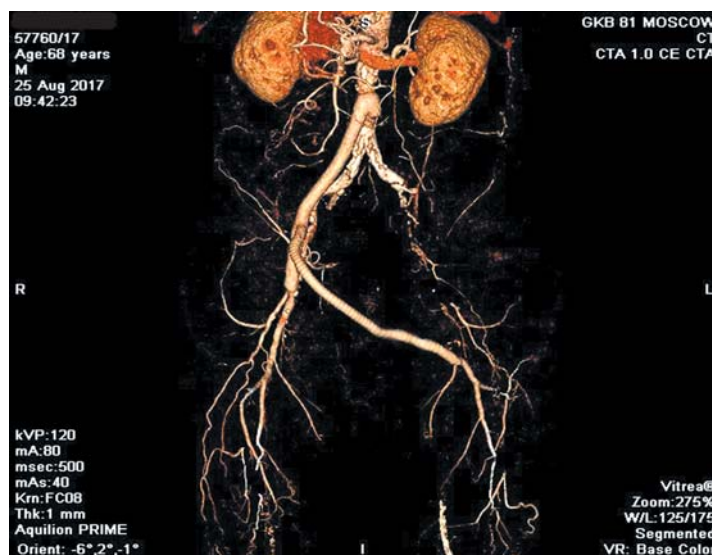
Послеоперационная МСКТ-ангиография: хорошая проходимость синтетического армированного протеза
